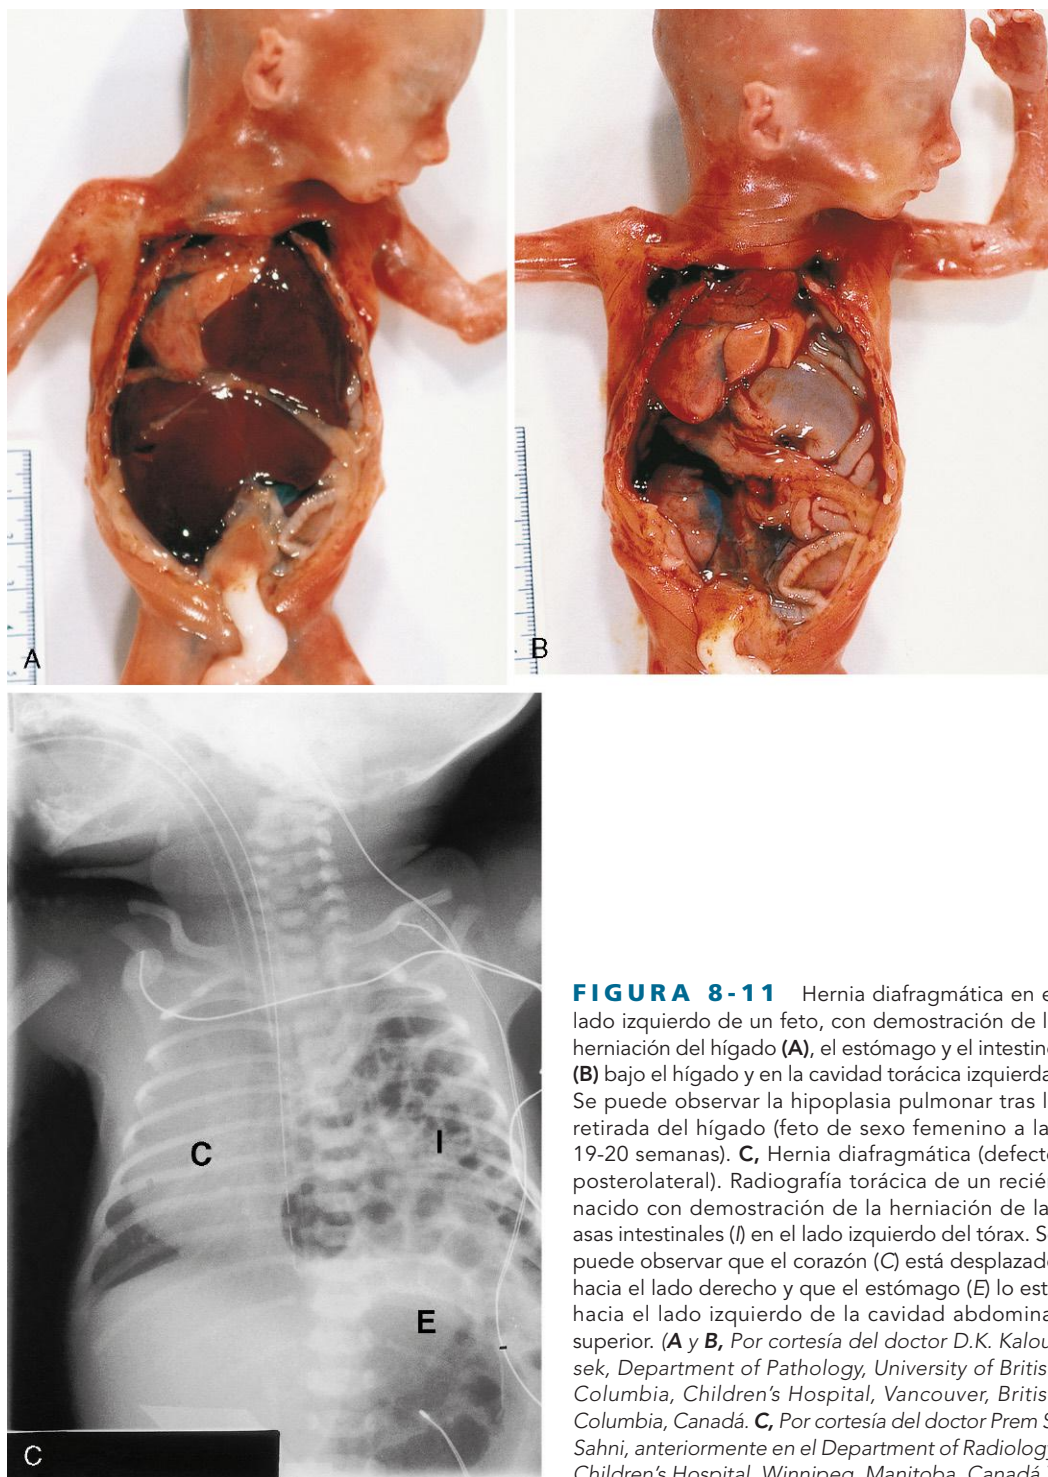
Hernia diafragmática en el lado izquierdo de un feto, con demostración de la herniación del hígado (A), el estómago y el intestino (B) bajo el hígado y en la cavidad torácica izquierda. Se puede observar la hipoplasia pulmonar tras la retirada del hígado (feto de sexo femenino a las 19-20 semanas). C, Hernia diafragmática (defecto posterolateral). Radiografía torácica de un recién nacido con demostración de la herniación de las asas intestinales (I) en el lado izquierdo del tórax. Se puede observar que el corazón (C) está desplazado hacia el lado derecho y que el estómago (E) lo está hacia el lado izquierdo de la cavidad abdominal superior. (A y B, Por cortesía del doctor D.K. Kaloupek, Department of Pathology, University of British Columbia, Children's Hospital, Vancouver, British Columbia, Canadá. C, Por cortesía del doctor Prem S. Sahni, anteriormente en el Department of Radiology, Children's Hospital, Winnipeg, Manitoba, Canadá.)
